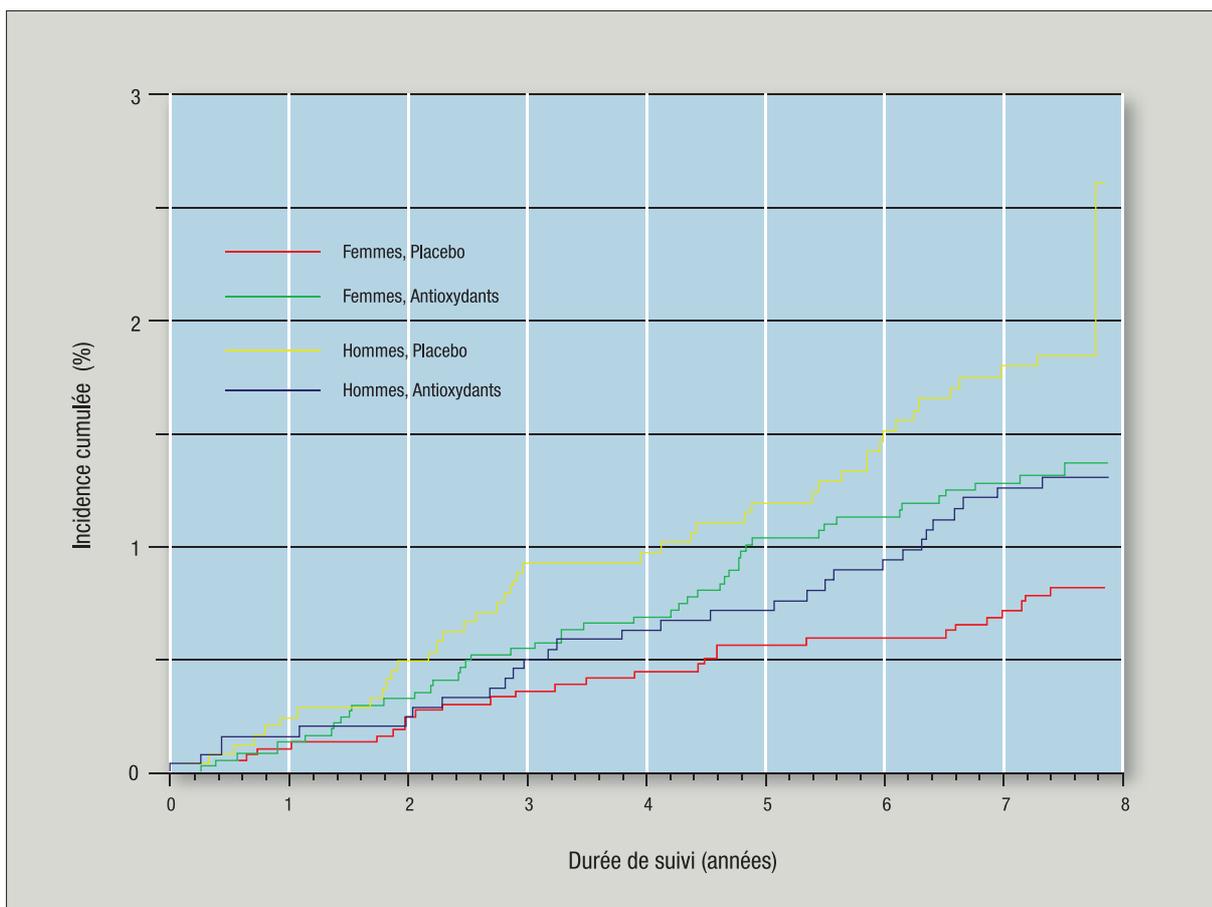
Effet de la supplémentation antioxydante et du placebo sur l'ensemble des cancers cutanés dans la cohorte SUVIMAX chez les hommes (diminution de 30 % non significative) et chez les femmes (augmentation de 68 % significative).
